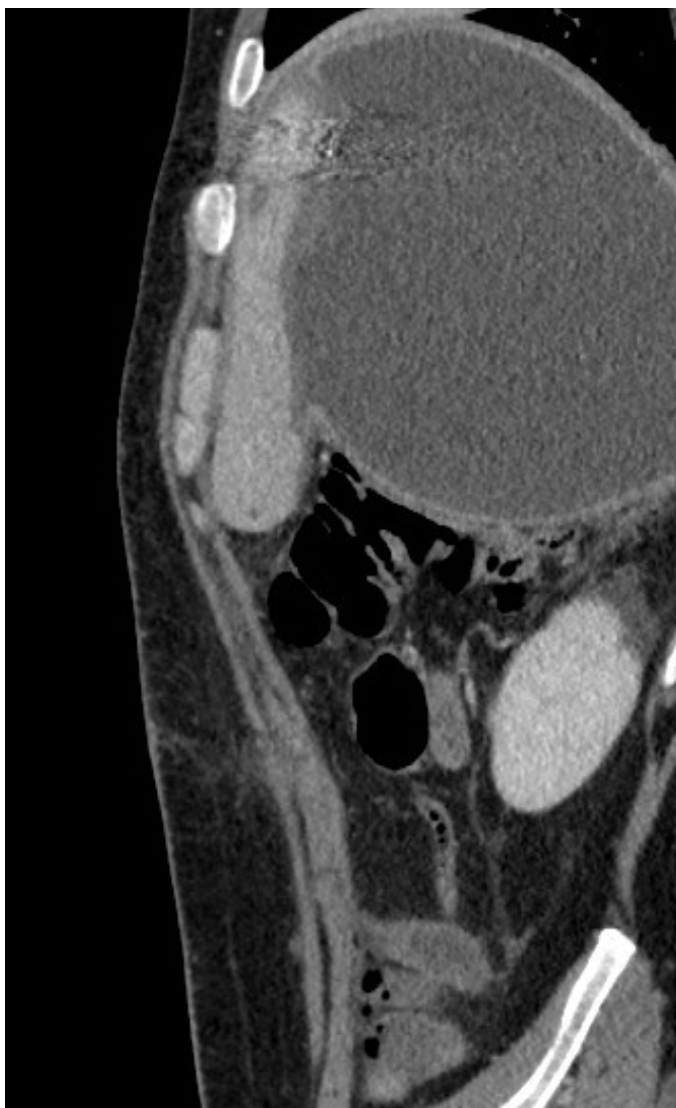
Imagen en axial de TC de abdomen con contraste intravenoso en el postoperatorio del paciente que muestra extensa colección hipodensa en lecho de hepatectomía que asocia realce periférico, compatible con biloma.
